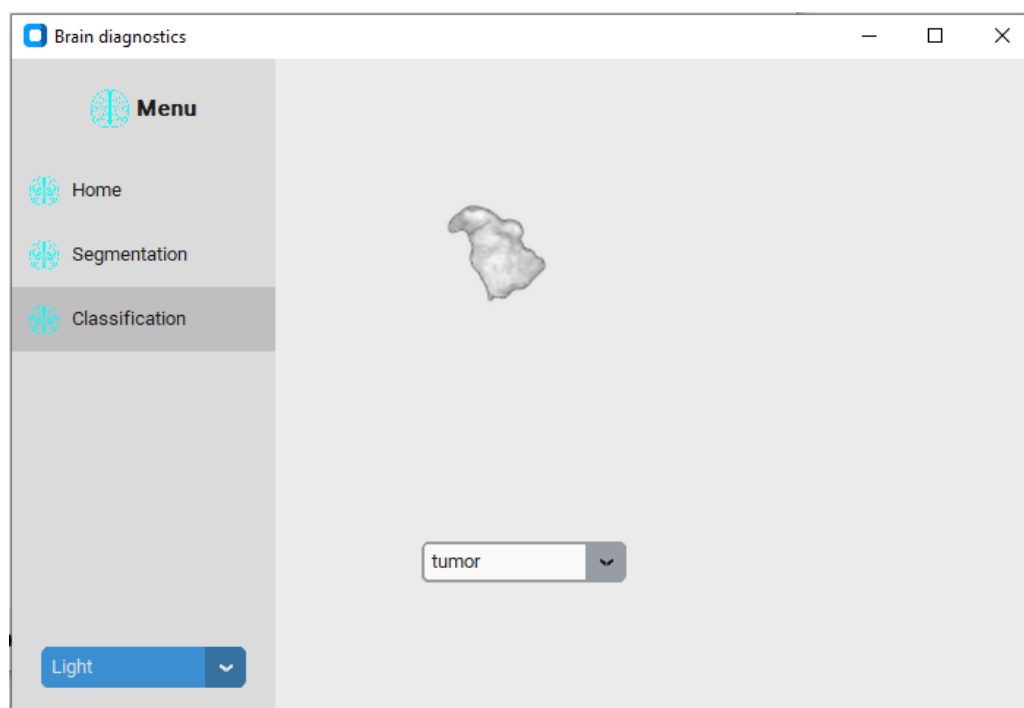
Un exemple de cropping de tumeur d'une IRM cérébrale.
